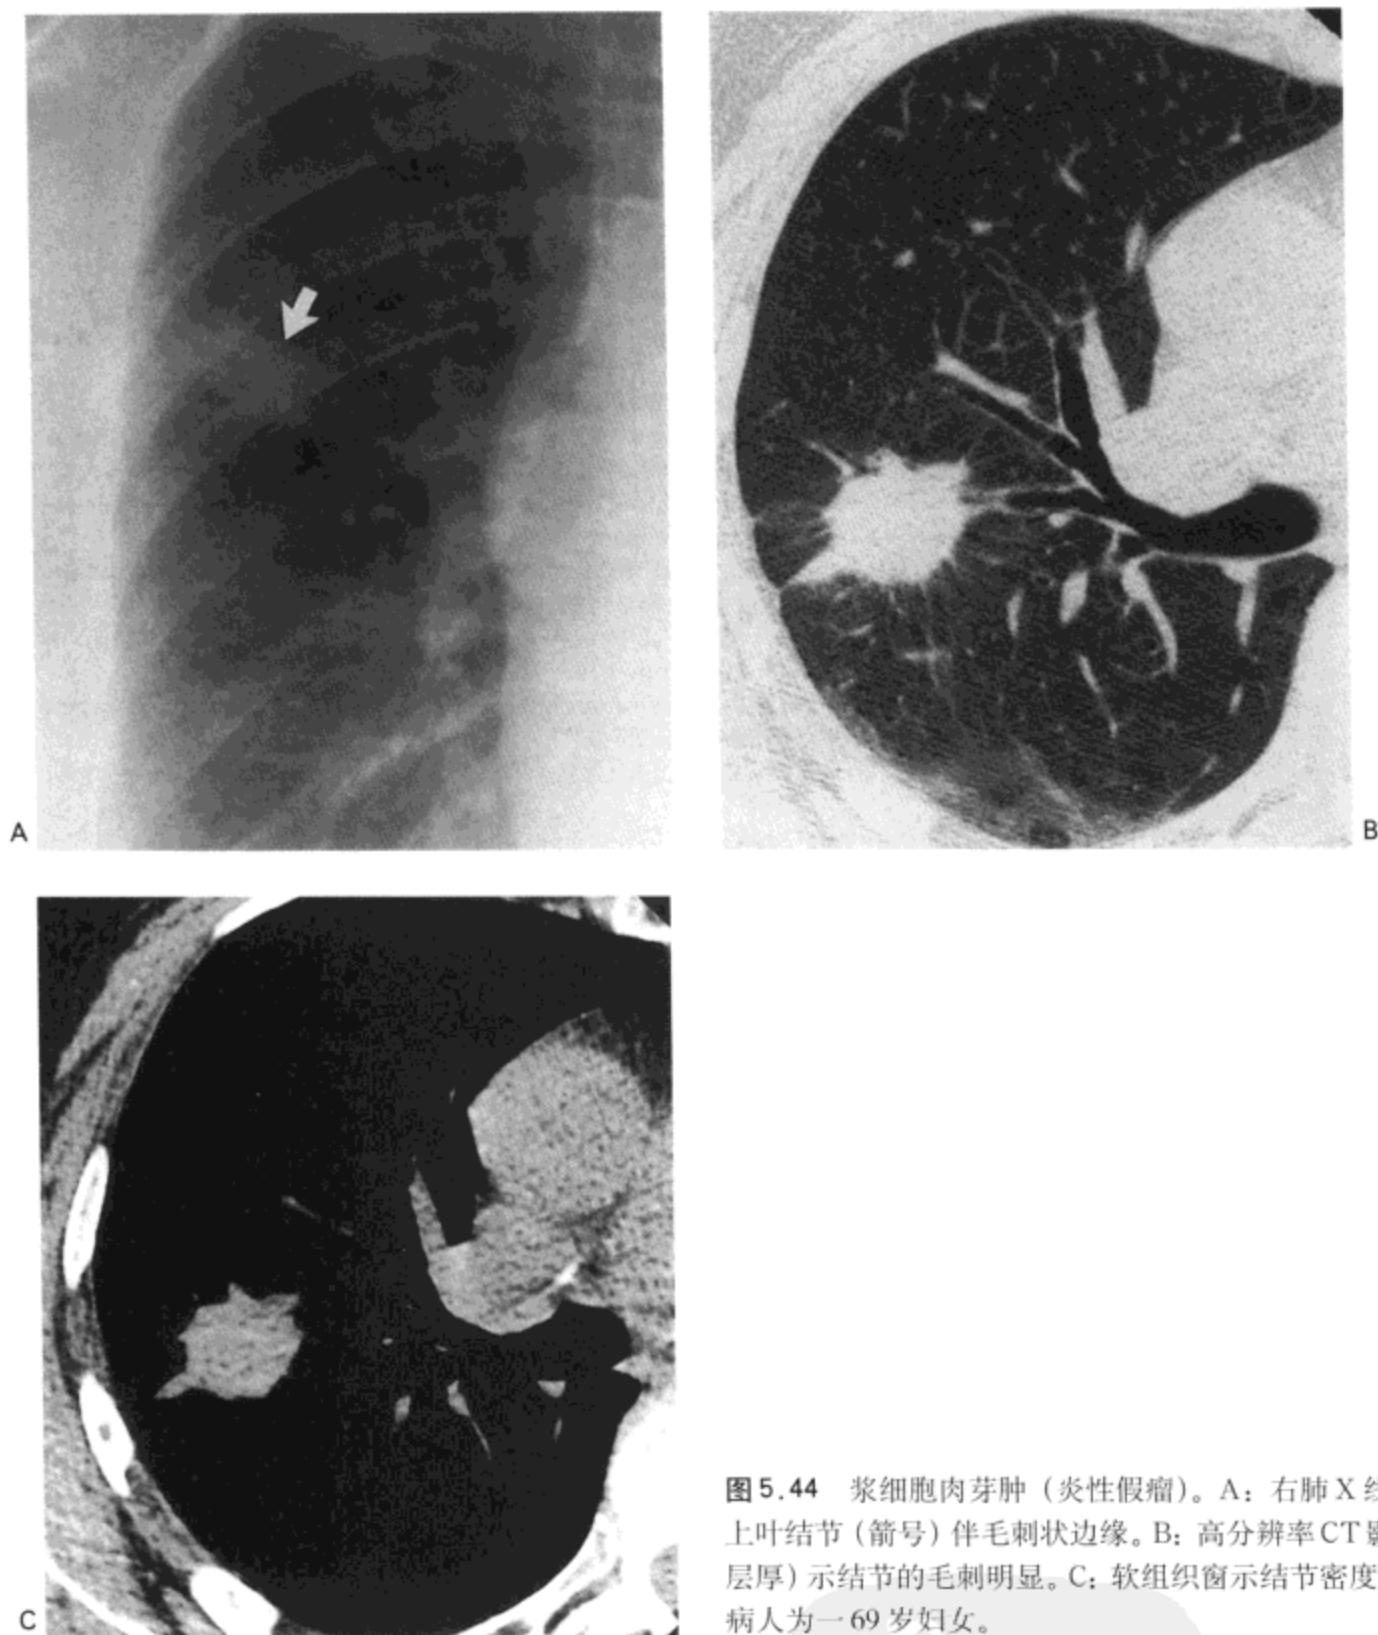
浆细胞肉芽肿 (炎性假瘤)。A: 右肺 X 线片示右肺上叶结节 (箭号) 伴毛刺状边缘。B: 高分辨率 CT 影像 (1mm 层厚) 示结节的毛刺明显。C: 软组织窗示结节密度轻度不均。病人为一 69 岁妇女。
